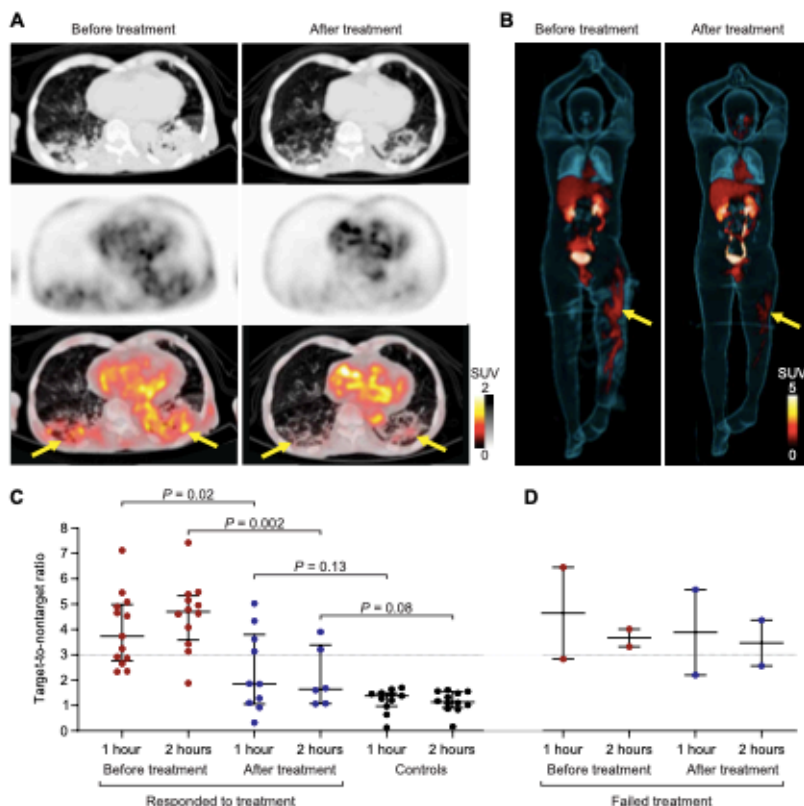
^{18}F -FDS PET can monitor antibiotic treatments. Thirteen patients with microbiologically confirmed *Enterobacteriales* infections underwent repeat ^{18}F -FDS PET/CT after completion of antibiotic treatments. Transverse CT, PET, and overlaid PET/CT from (A) a 91-year-old male with MDR, ESBL-producing *K. pneumoniae* pneumonia before and after appropriate treatment. The yellow arrows indicate the sites of infection. (B) 3D MIP from a 33-year-old male with MDR, ESBL-producing *E. coli* osteomyelitis (yellow arrows) before and after inadequate treatment. The extent of ^{18}F -FDS PET signal decreased, but the intensity did not change. (C and D) Target-to-nontarget tissue ratio at 1 and 2 hours after ^{18}F -FDS injection for all 13 patients before and after completion of antibiotic treatments. Ratios from control patients are shown as reference. (C) Eleven patients who clinically responded to treatment and (D) two patients with treatment failure are shown. Data are represented as median and IQR. Statistical comparisons were performed using a two-tailed Mann-Whitney *U* test.
